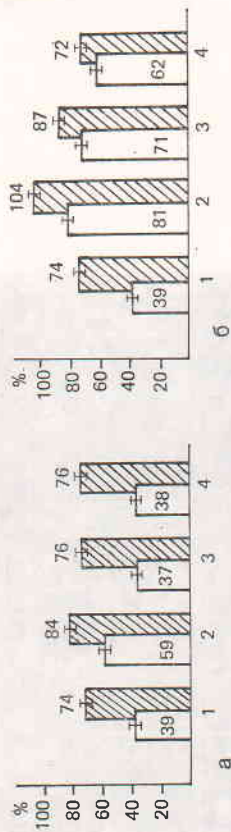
Гистограмма результатов морфометрии ( $R_m$ ) и рентгеноденситометрии (зашифровано) при локальной (а) и опосредованной (б) ЭСО в эксперименте.
